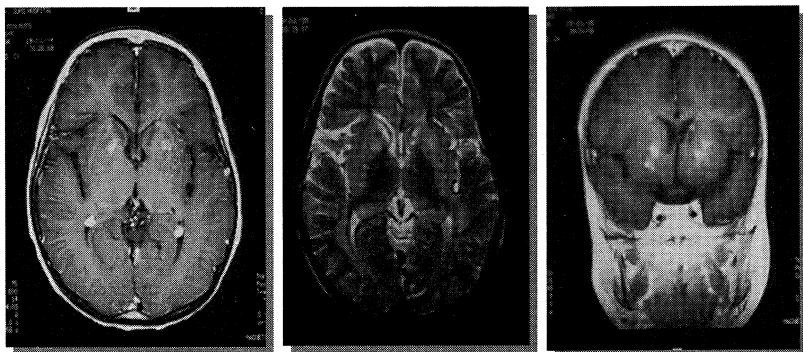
Brain MRI shows multifocal nodular high signals in both basal ganglia with enhancement, patchy high signals in both periventricular white matter, centrum semiovale, and cerebellum.
